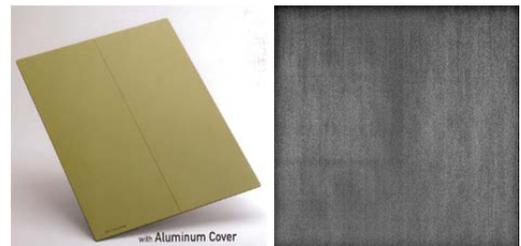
X線用グリッドとグリッドの Raw data
